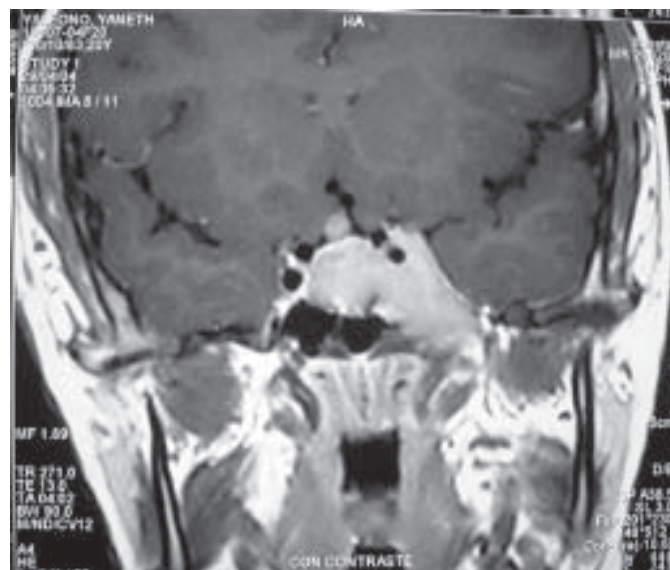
Paciente de 20 años quien consultó por amenorrea primaria. El estudio de RMN muestra un macroadenoma que invade el seno cavernoso izquierdo y envuelve la carótida del mismo lado.
